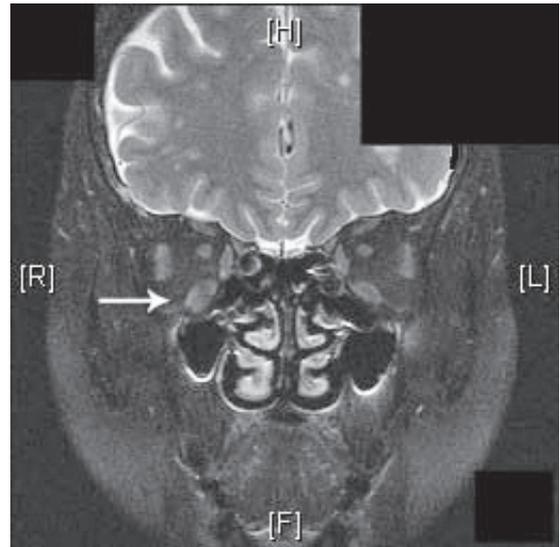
ノバリス照射後のMRI画像；照射による腫瘍の縮小効果が認められる（白矢印）。
